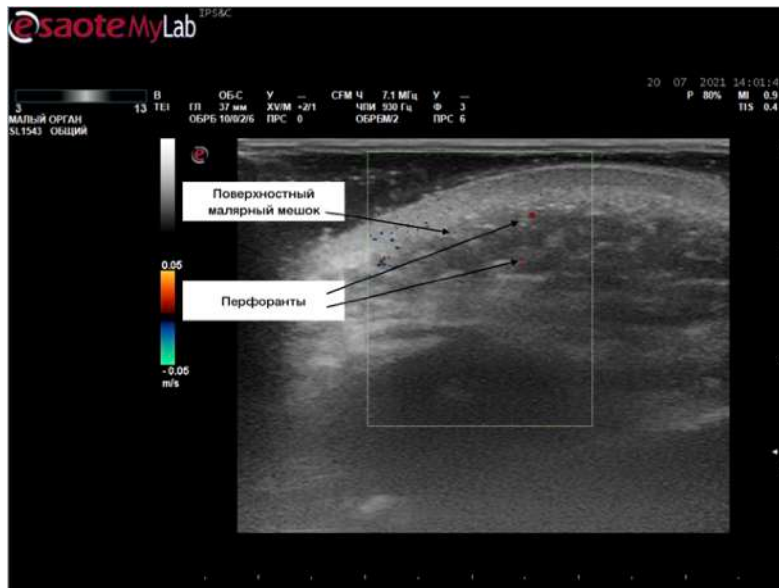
Поперечный УЗИ снимок скуловой области - перфорантные сосуды скуловой области
